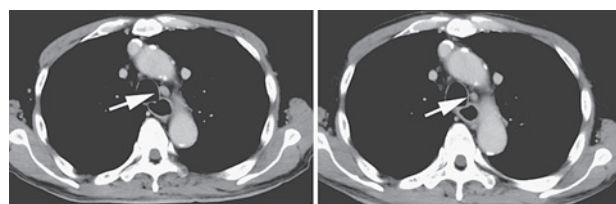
造影CT：左はリンパ節106tbLの腫大，治療後（右）その縮小を認める
